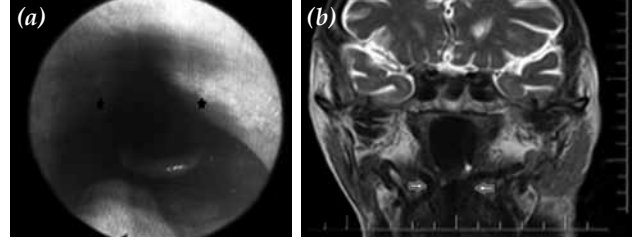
(a) Endoskopik muayenede solda hipofarenks düzeyinde pulsatil kabarıklık. (b) Manyetik rezonans anjiyografide sağda internal karotis arterin 90 derece açı yaptığı, solda ise "s" şeklinde eğildiği görülmüyor.
